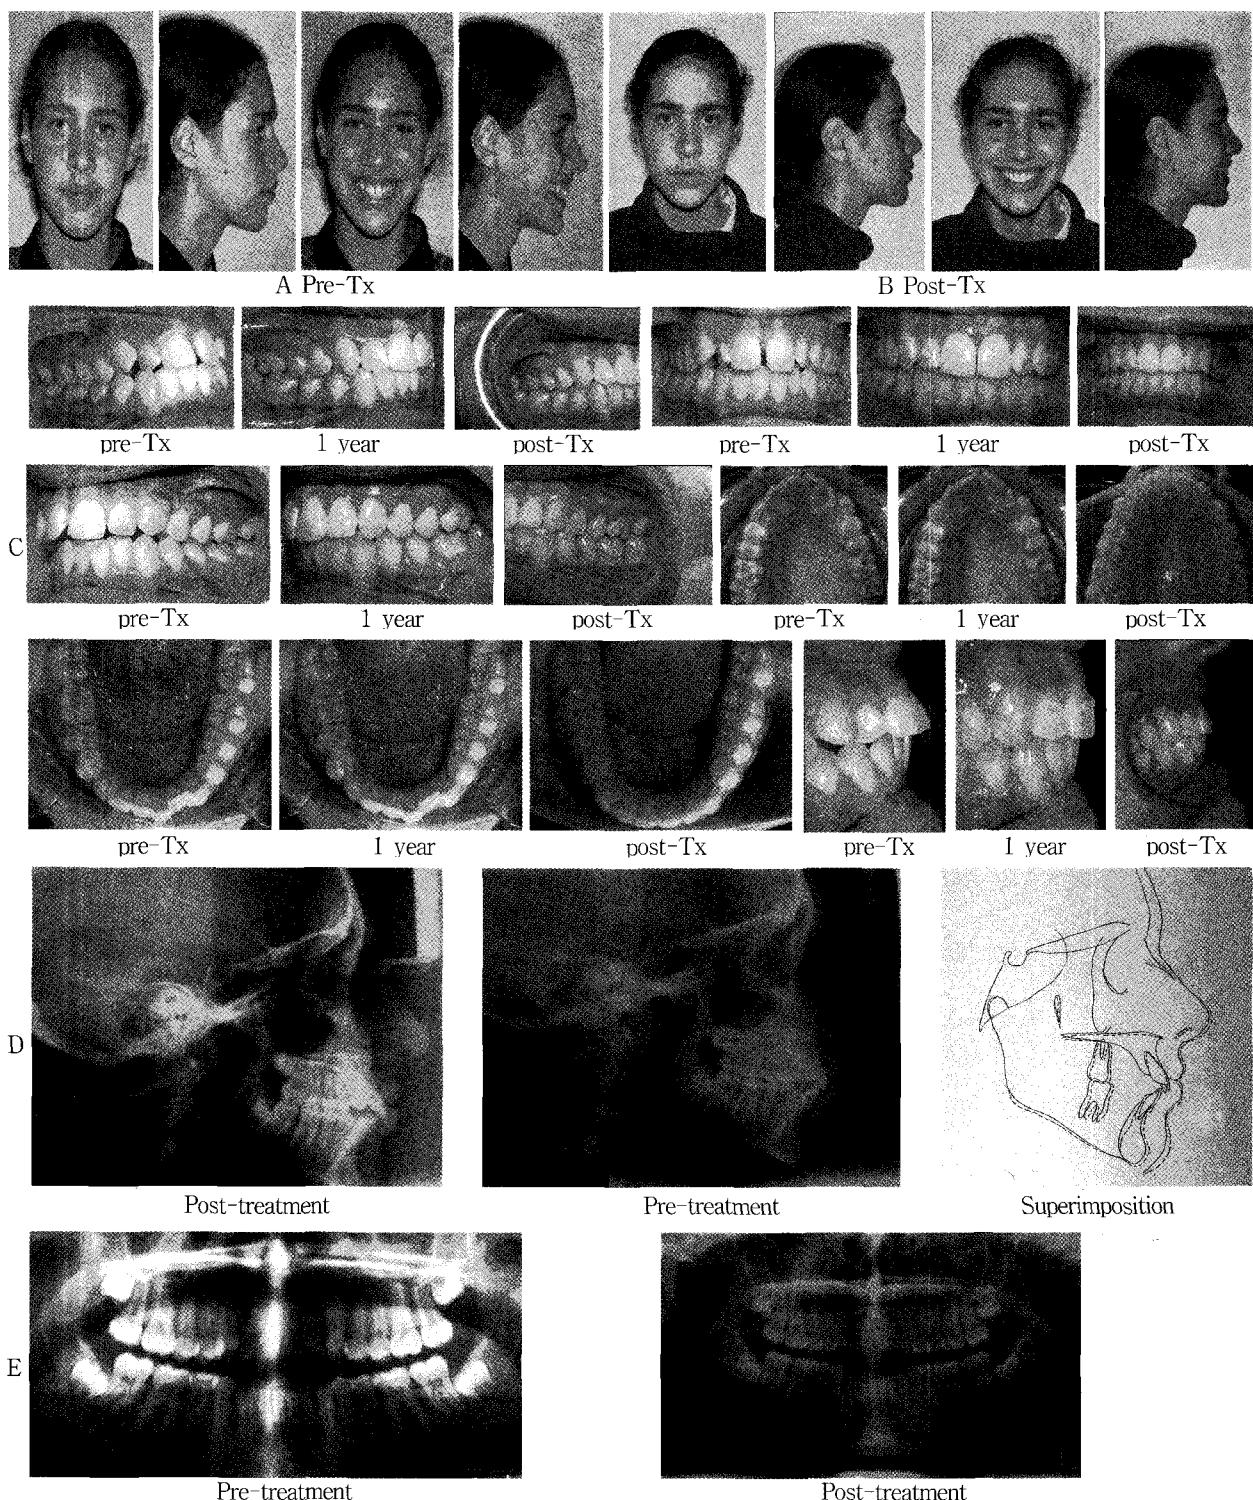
(A-B) pre- & post-treatment facial views of a 14-year old adolescent with a Cl I mild open bite, upper mild spacing and lower mild crowding. (C) pre-, 1 year, and post-treatment intra-oral views. (D) Cephalometric superimposition showed forward and downward growth of the mandible and closure of mild open bite. The open bite was most likely closed by upper anterior retraction, rotation, and extrusion of incisors. (E) All permanent teeth were fully erupted except third molars. The post-treatment panoramic x-ray showed no signs of root blunting.
